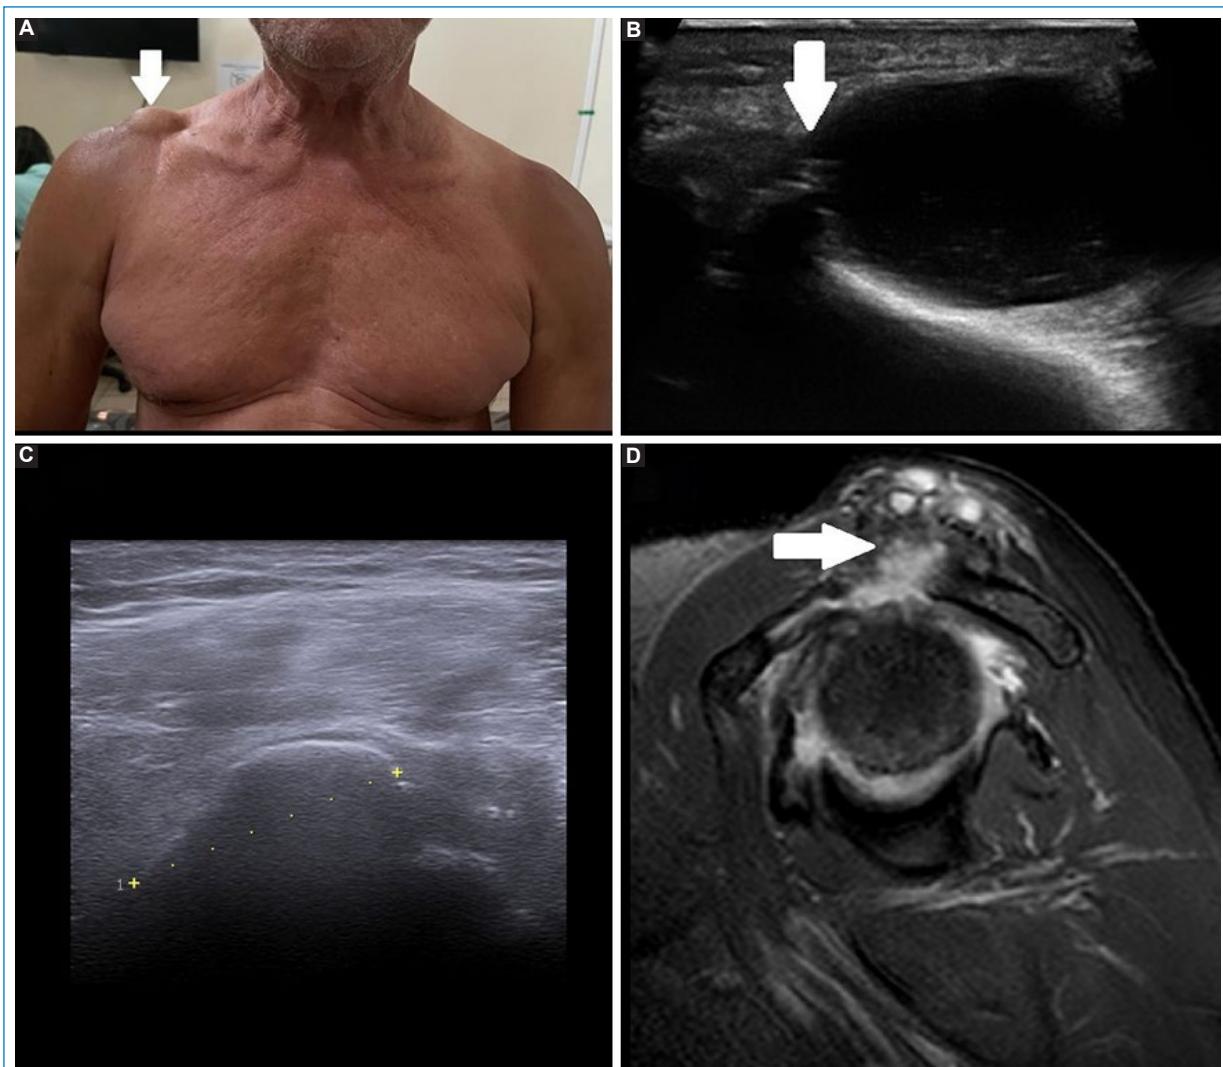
Paciente de sexo masculino de 76 años que informa movimiento limitado con un “bulto” en el hombro derecho durante tres meses. (A) Inspección del paciente que demuestra un tumor móvil flácido adyacente a la articulación acromioclavicular, sin hematomas, indoloro a la palpación, sin daño cutáneo (flecha blanca). Presenta dolor al levantar la parte anterior del miembro superior derecho, y en las pruebas de Jobe, Yukon y Gerber. (B y C) La ecografía muestra rotura completa del tendón del supraespinoso aproximadamente a 3,0 cm de su inserción (línea discontinua amarilla) con quiste que comunica con la porción dorsal de la articulación acromioclavicular, caracterizando el signo del géiser (flecha blanca), con músculos preservados. (D) Resonancia magnética en corte sagital en la secuencia T2 SPIR, que demuestra cambios degenerativos en la articulación acromioclavicular con importante edema asociado, y una imagen con un quiste y apariencia lobulada adyacente a su porción superior-signo de géiser (flechas blancas).
